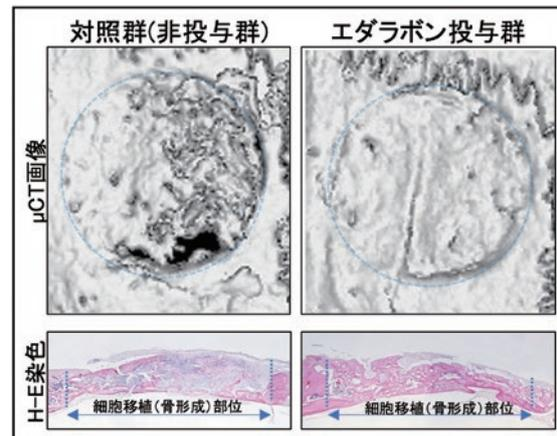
図 頭蓋骨欠損部への細胞移植とエダラボン投与による骨形成促進. 細胞移植によって欠損部に対照群, エダラボン投与群の両群に新生骨形成が確認されるが, μCT画像ではエダラボン投与群において欠損部の閉鎖が確認され, H-E染色では細胞移植部位に形成骨の肥厚と骨髓様構造の形成が確認された.
